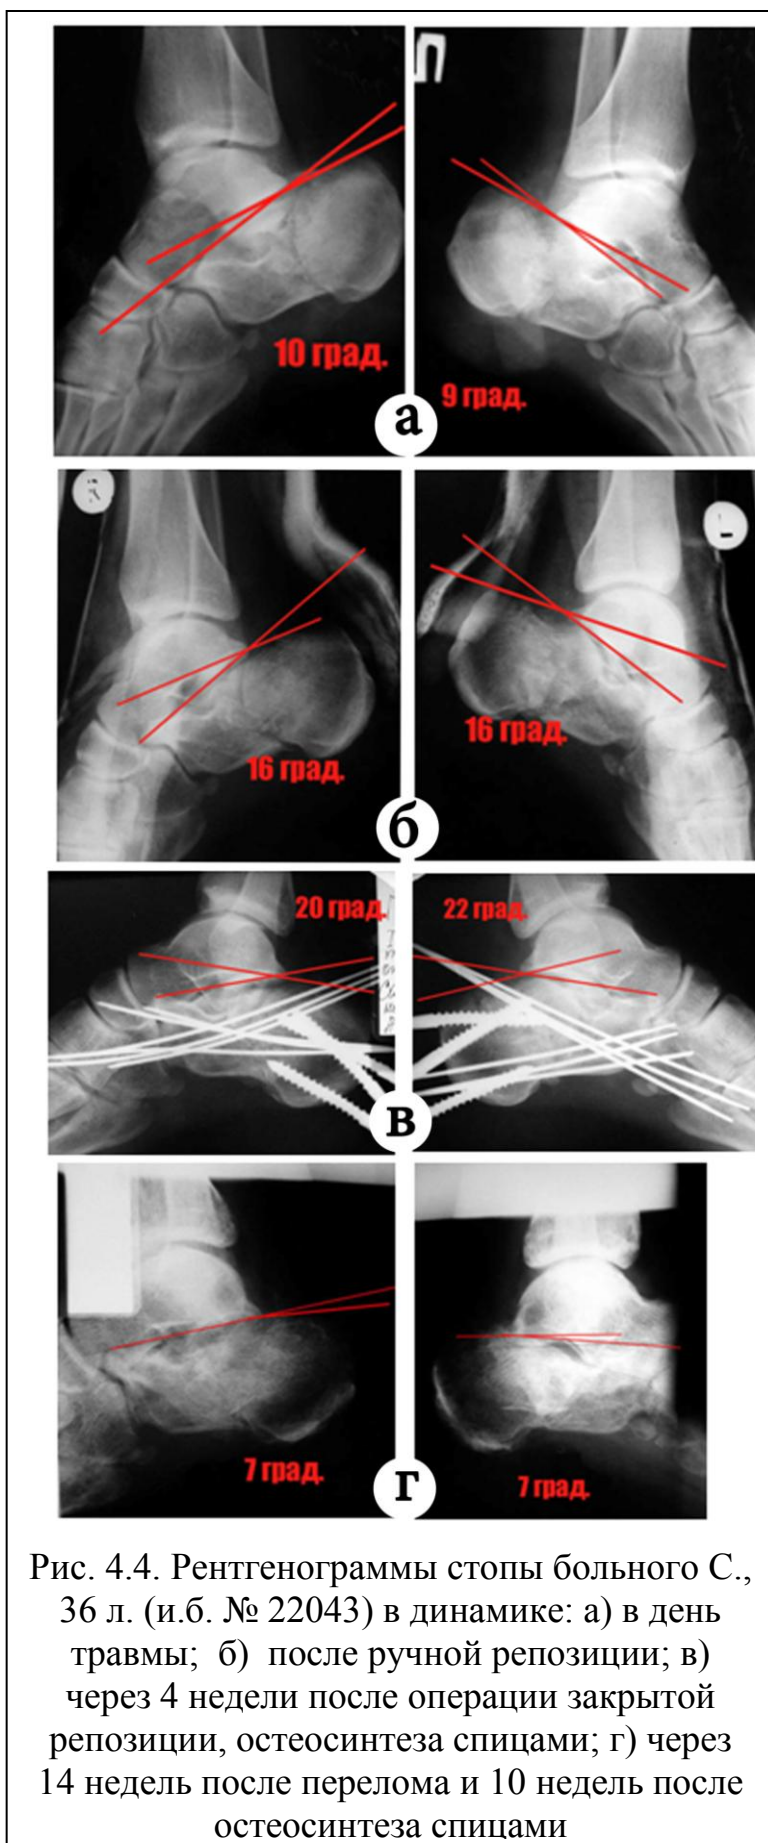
Рентгенограммы стопы больного С., 36 л. (и.б. № 22043) в динамике: а) в день травмы; б) после ручной репозиции; в) через 4 недели после операции закрытой репозиции, остеосинтеза спицами; г) через 14 недель после перелома и 10 недель после остеосинтеза спицами
